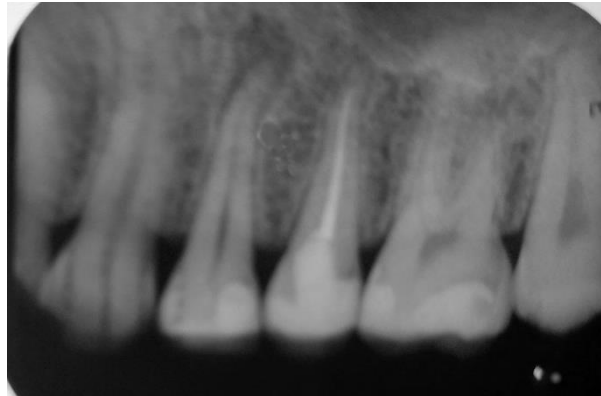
Radiografia periapical após o rastreamento de fístula (observar lesão periapical)
